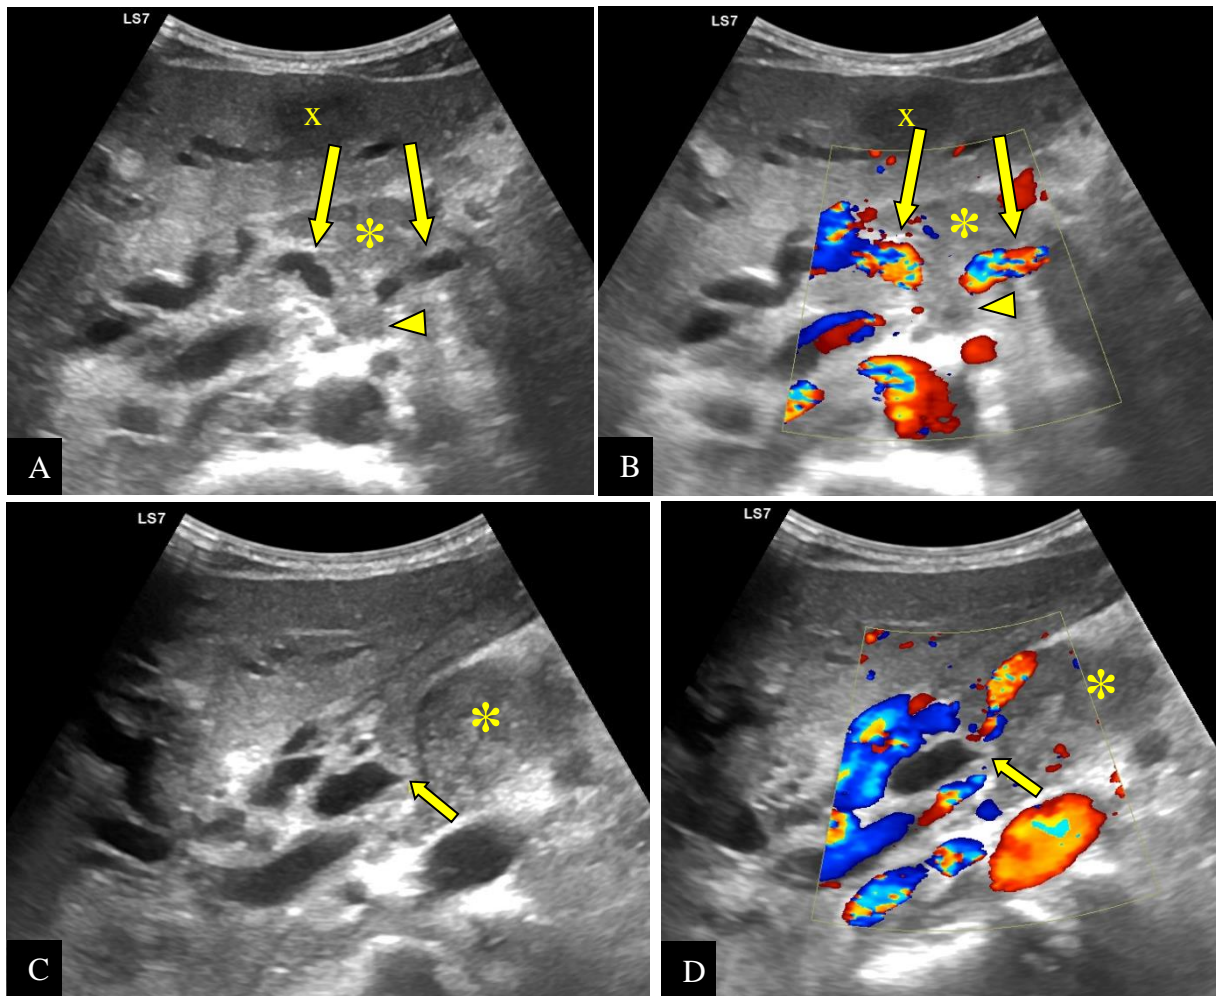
ADCP localement avancé et métastasé chez un homme de 36 ans. Images échographiques (A, C) et d'écho-doppler (C, D) objectivent une masse pancréatique corporeale (*) infiltrant le TC (tête de flèche) et ses branches de division ; l'AHC et l'AS (flèches longues A et B) ; avec sténose du bas cholédoque (flèches courtes C et D) et dilatation des voies biliaires d'amont. À noter une localisation secondaire hépatique du lobe gauche (x) (CHUC).
